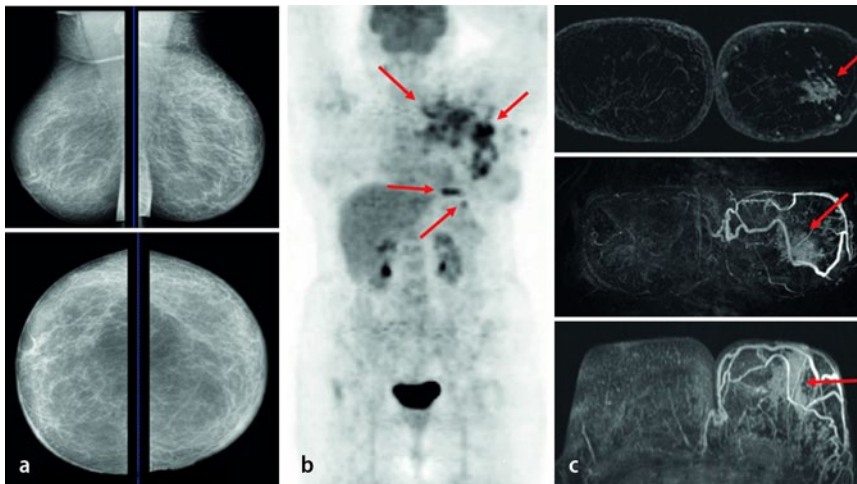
▲ Bildgebende Diagnostik bei axillärem CUP einer weiblichen Patientin mit negativer Mammographie beidseits (a), Lymphknoten-, Knochen- und Milzmetastase sowie diffuser FDG-Aufnahme in der linken Mamma (Pfeile) in der PET/CT (b) bei einem inflammatorischen Mammakarzinom (Pfeil) in der MR-Mammographie (c)
